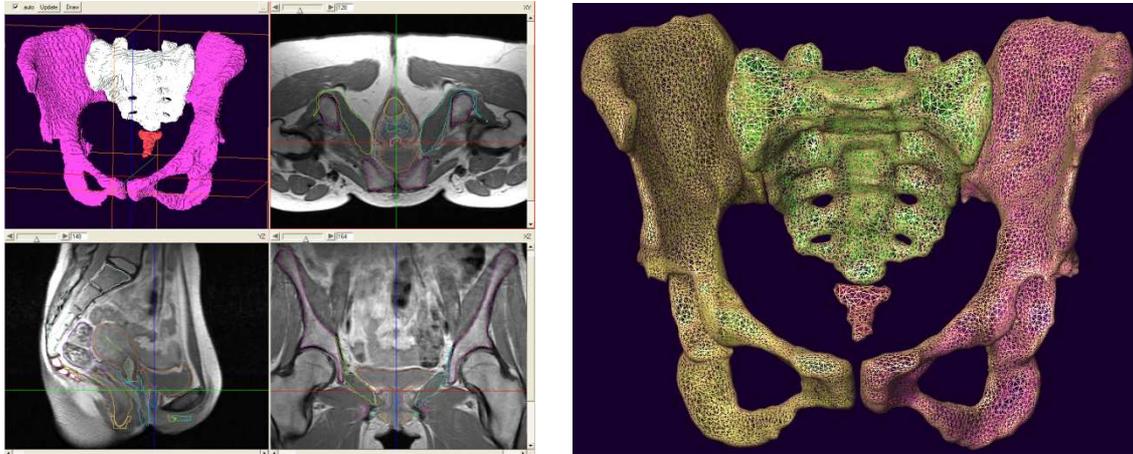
Delimitación de regiones de interés (ROIs) en un editor 3D sobre imágenes de RM (izquierda), para la obtención de un modelo de malla triangular (derecha).
